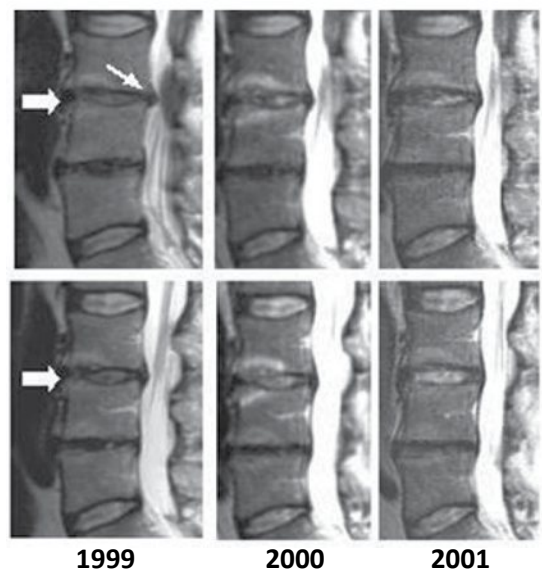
Хрящ диска регенерує протягом 2 років приймання дієтичних добавок (глюкозамін, хондроїтину сульфат). МР-зображення поперекового відділу хребта: збільшення МРТ-сигналу диска L₃₋₄ (товсті стрілки) і зникнення фокальної протрузії диска (тонка стрілка). Верхні панелі і нижні панелі — два послідовних зображення, зроблених пошарово, у площині 4 мм один від одного [41]
